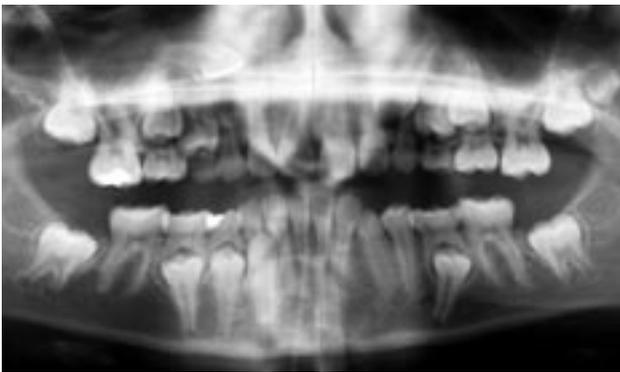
Panoramic radiograph; November 4, 1997.
